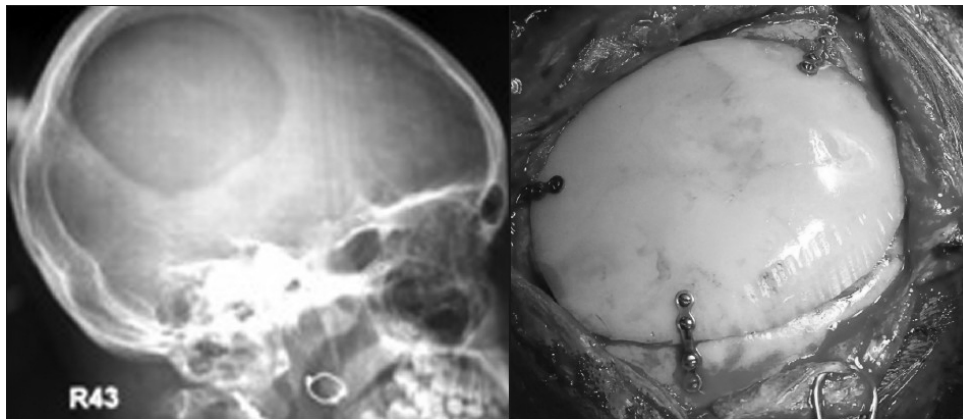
a) Radiographie montrant un defect cranial et b) reconstruction du defect à l'aide d'une plaque en polymère (Mantri *et al.*, 2012).
